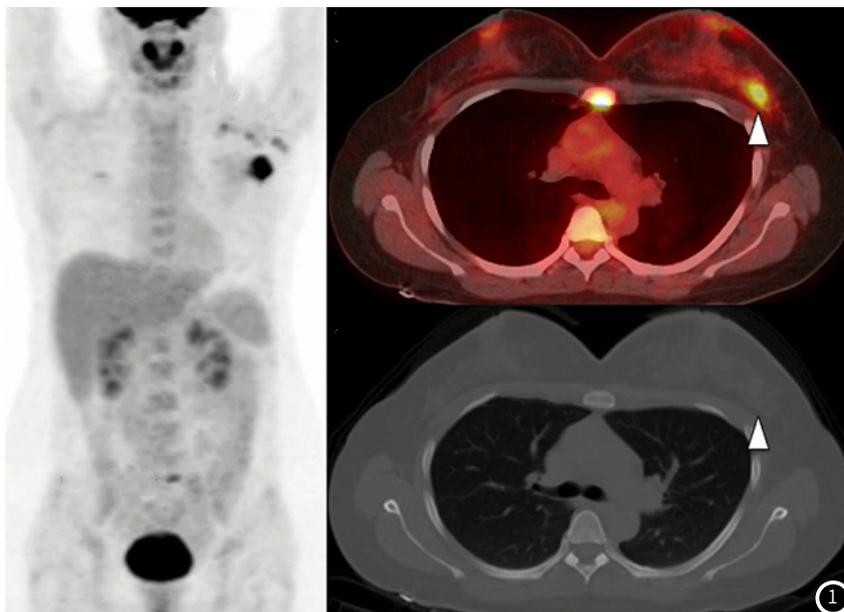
患者女, 37岁, 治疗前接受PET/CT检查, 图示患者已出现腋窝淋巴结转移, FDG摄取病灶集中在身体中线。轴位PET/CT、胸部轴向CT图示原发性乳腺癌区域, 摄取值高, SUVmax: 10.8, 其中中线病灶定位到胸骨。
